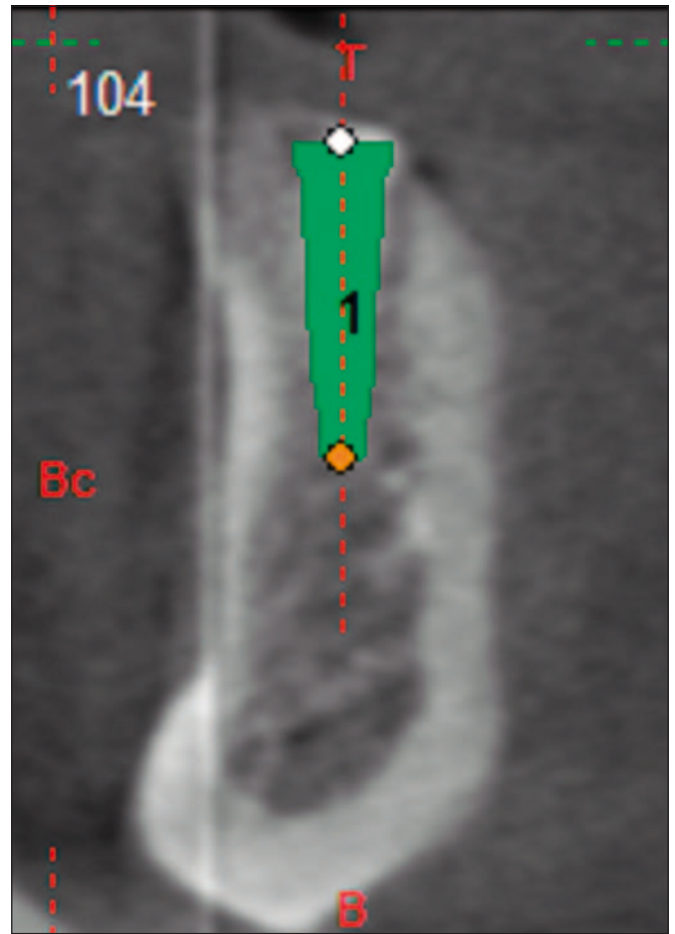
Planificación mediante CBCT del implante derecho en sobredentadura mandibular. Corte transversal.
